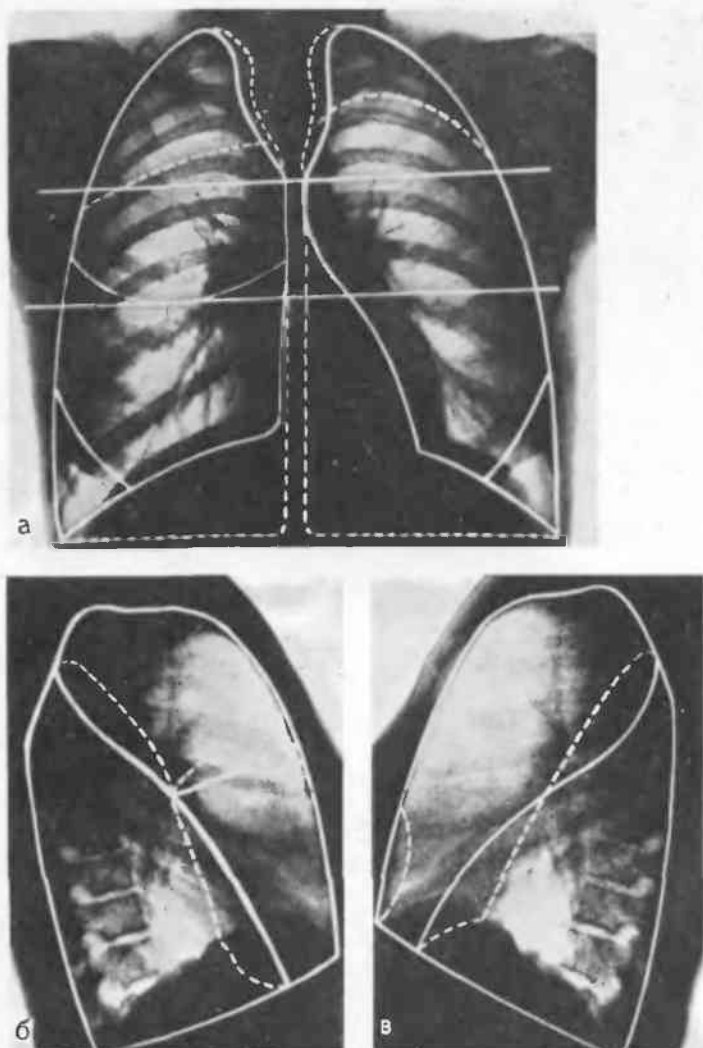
Разделение легочных полей на отделы и проекция междолевых щелей на переднюю (а), правую боковую (б) и левую боковую (в) рентгенограммы легких.
